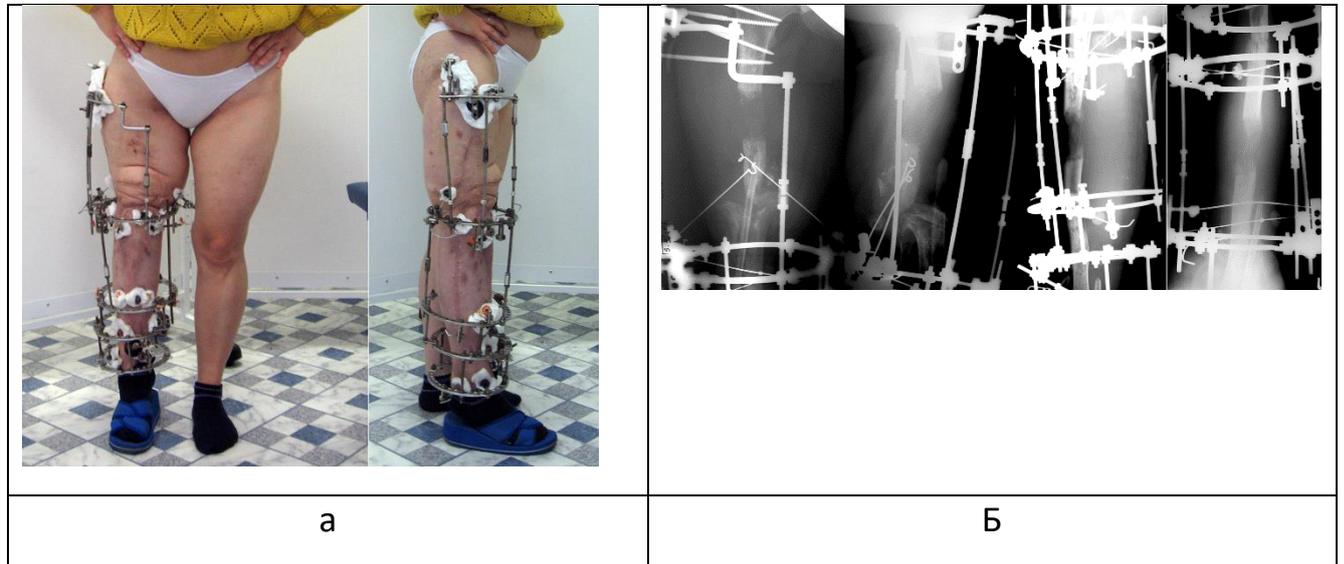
Фотографии (а) и рентгенограммы (б) пациентки после кортикотомия с остеоклазией бедренной кости с последующей дистракцией для замещения дефекта костей, образующих коленный сустав.
